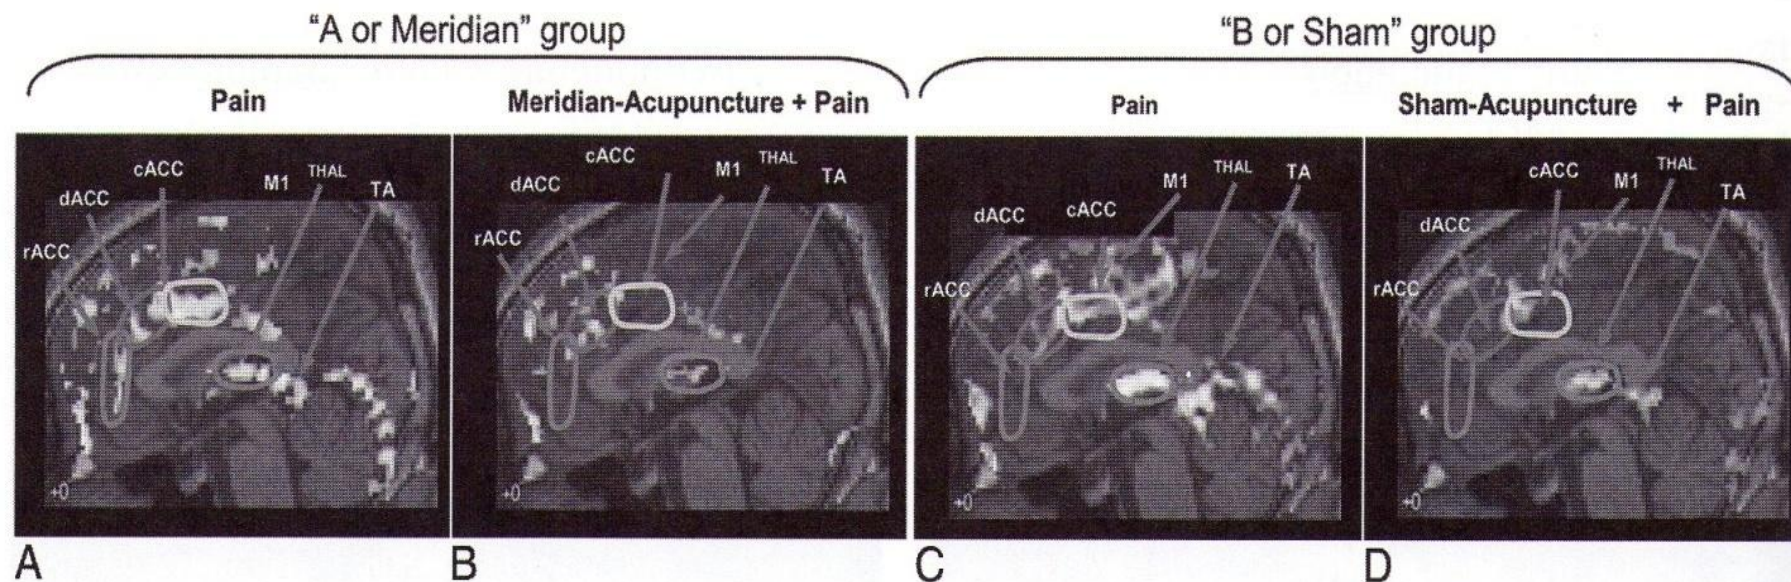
Comparison of the functional magnetic resonance imaging (fMRI) results of "pain" versus "meridian acupuncture + pain" and "pain" versus "sham acupuncture + pain" experiments. A, The activation pattern resulting from pain stimulation of the A group. B, Pain after the administration of "meridian" acupuncture stimulation of the A group. C, Pain stimulation of the B group. D, Pain after the administration of "sham" acupuncture of the B group. Both meridian or A group and sham or B group acupuncture show substantially decreased activity in most of the areas compared with pain stimulation alone, namely, the dorsal anterior cingulate cortex (dACC), the caudal ACC (cACC), and the rostral ACC (rACC) as well as the thalamus.
